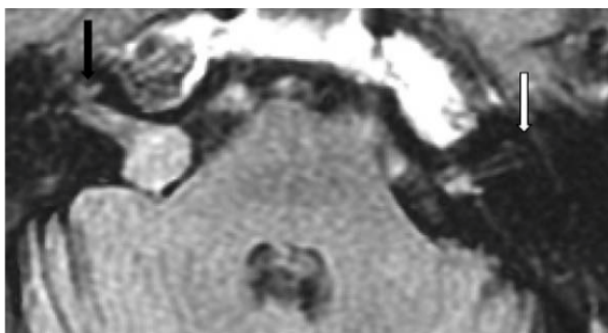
MRI del CUI con NA destro utilizzando FLAIR, proiezione assiale (forte soppressione del segnale di CSF) (Dang L et al, 2020)
